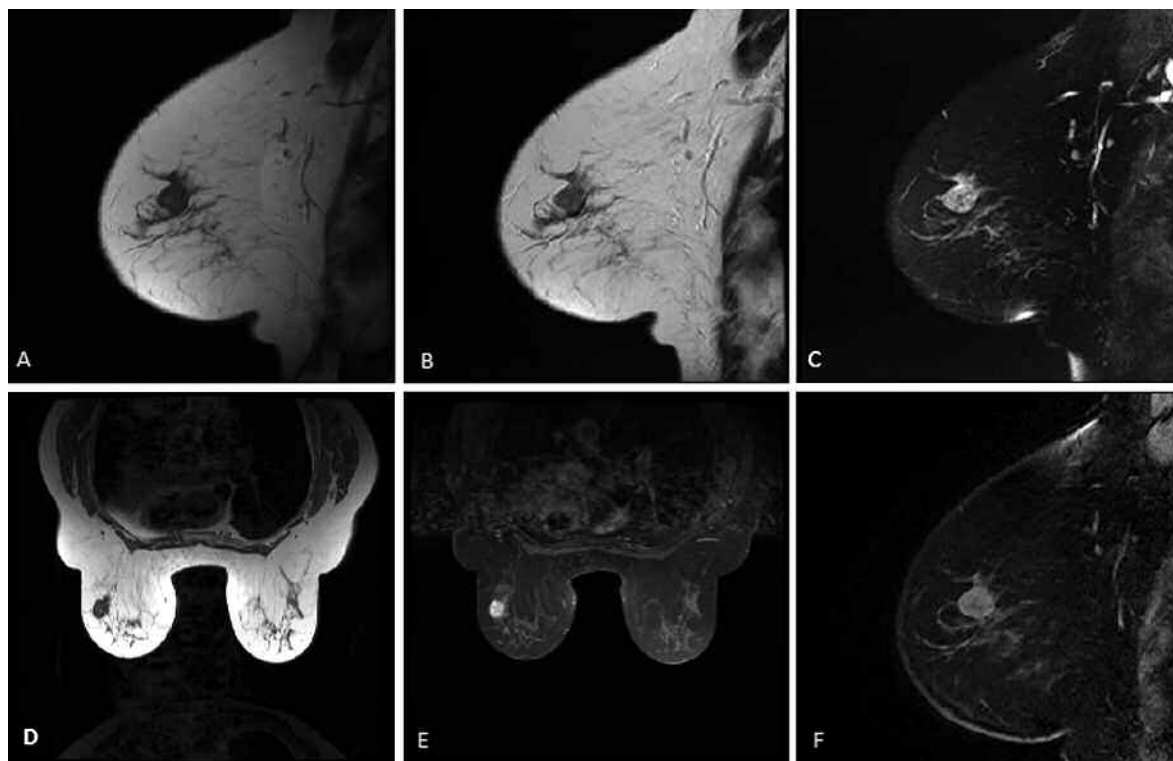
RM en cortes sagitales y coronales en secuencias con ponderación T1 (a), T2 (b y d), T2 Fat Sat (c), T1 Fat Sat con gadolinio (e) y vibrant multiphase con gadolinio.
